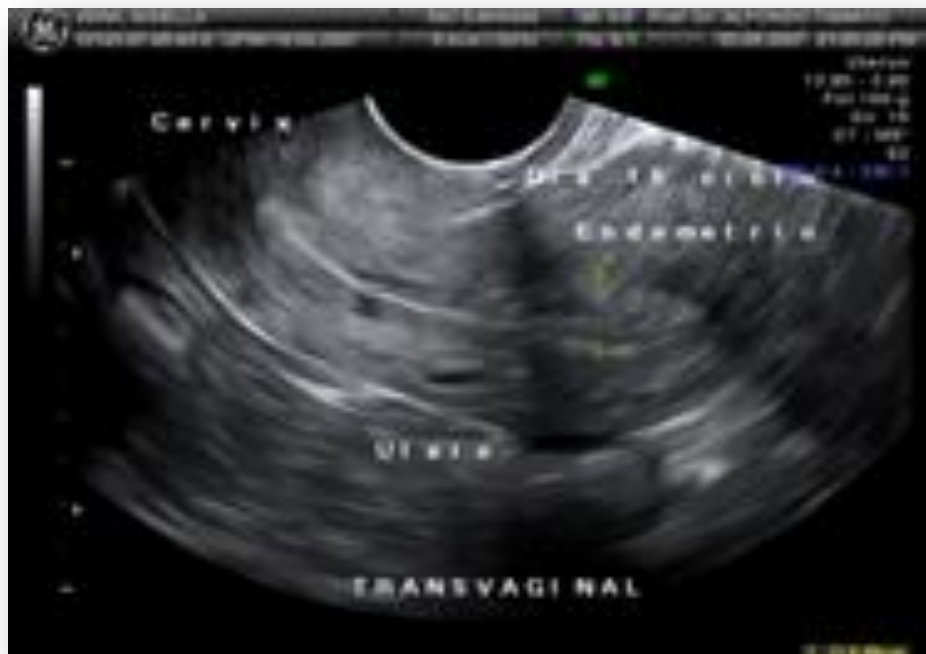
Ecografía transvaginal que muestra endometrio en fase secretora tardía como una imagen ecogénica compacta.
